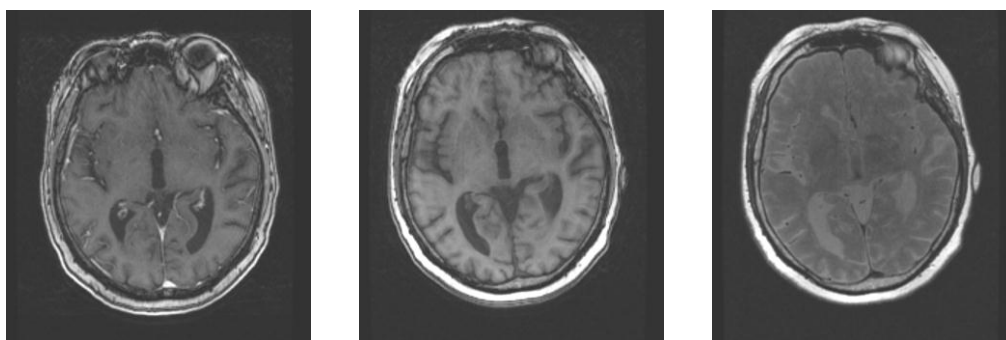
Präoperative MRT-Aufnahmen einer Patientin: T1 mit Kontrastmittel (links), T1 ohne Kontrastmittel (Mitte) und T2 (rechts)
